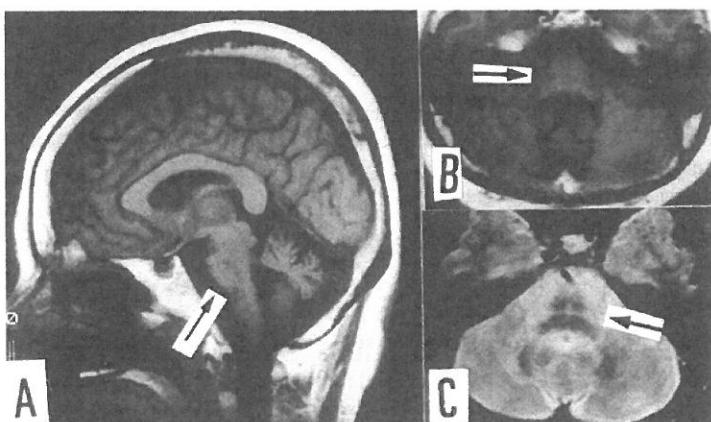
MRI (T1) of the brain of an OPCA patient showed atrophy of the cerebellum and pons, especially at pontine base.
